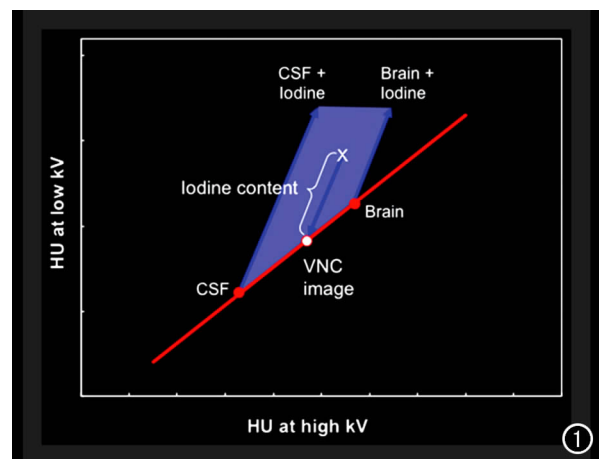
双能 CT 三物质分解图。在低、高压下,颅内所有物质的 CT 值均在脑脊液(CSF)和脑实质(BP)的 CT 值之间(红线)。蓝线代表具有特征斜率(即双能量比)的碘 CT 值(碘溶度)。任何组织(X)对比增强后均可分解为含碘的碘覆盖图(IOM)和剩余组织的虚拟平扫图(VNC)。
